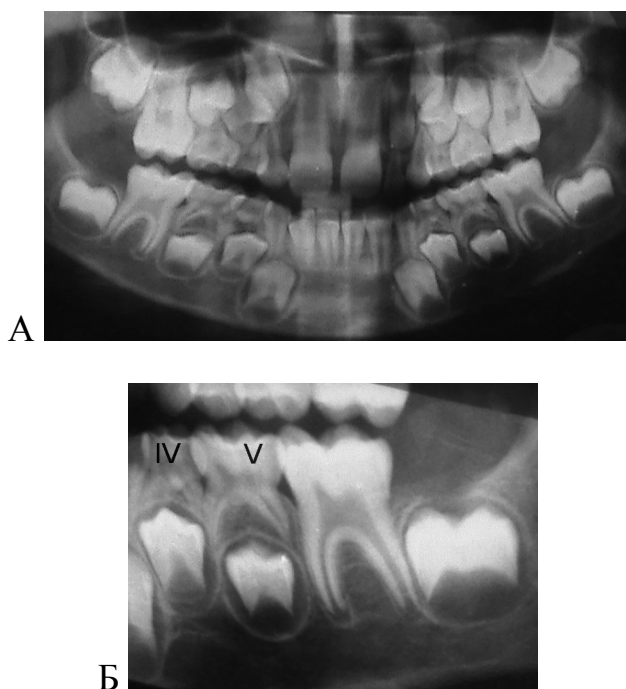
Змінний прикус. Фізіологічна резорбція коренів тимчасових зубів (вік: 8,5 років). А – ортопантомограма верхньої та нижньої щелеп; Б - фрагмент ортопантомограми - бічна ділянка правої половини нижньої щелепи: фізіологічна резорбція 1/2 медіального та дистального коренів першого моляра нижньої щелепи (IV зуб).
